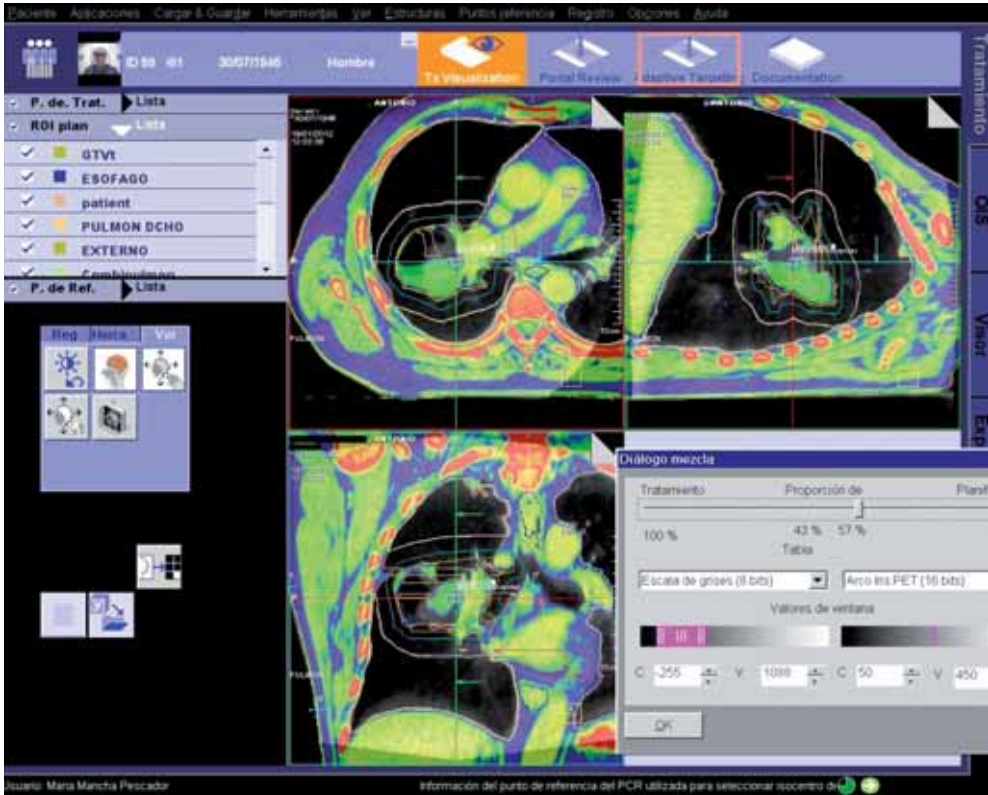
Fusión *cone-beam* CT y TC de planificación.
